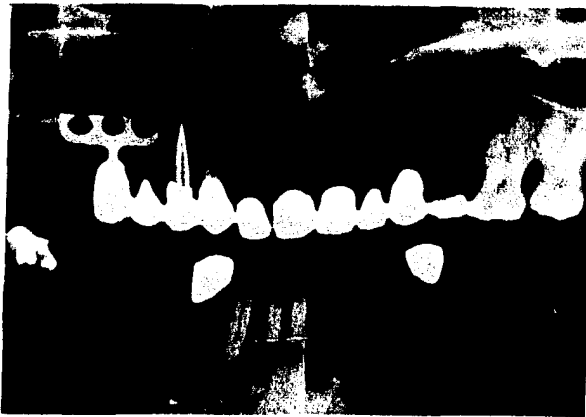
Radiografía tomada cinco años después de la colocación de un implante superior para extensión distal de extremo libre con dos pilares-naturales y un pónico, sumando cuatro unidades en un puente fijo. El implante queda vestibular al entro. (1)
